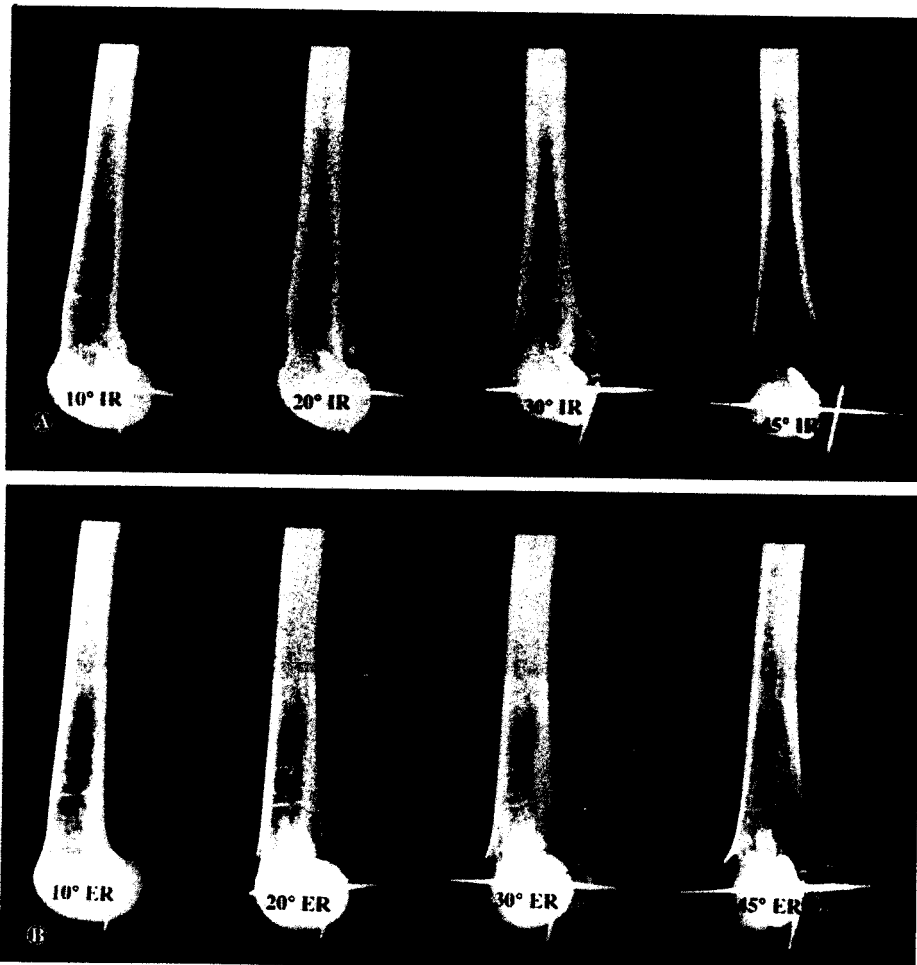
Roentgenograms in internal rotation 10°, 20°, 30°, and 45° after the insertion of the femoral interference screw
